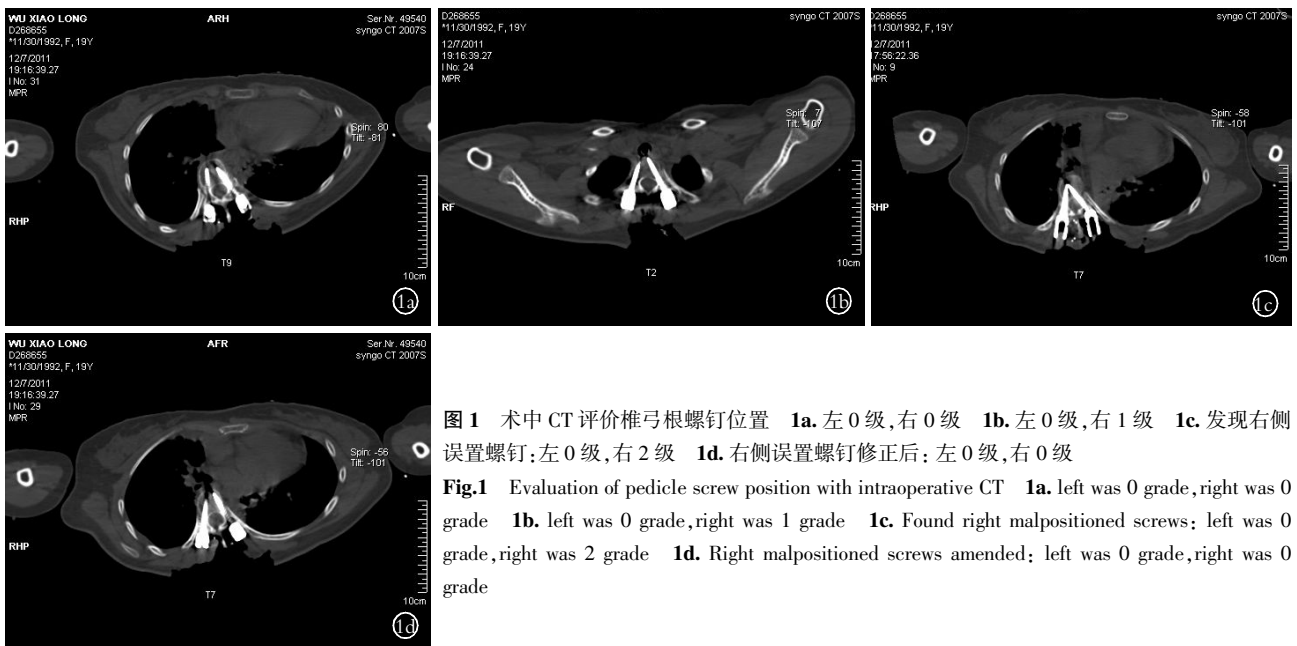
术中 CT 评价椎弓根螺钉位置 1a. 左 0 级, 右 0 级 1b. 左 0 级, 右 1 级 1c. 发现右侧误置螺钉: 左 0 级, 右 2 级 1d. 右侧误置螺钉修正后: 左 0 级, 右 0 级
